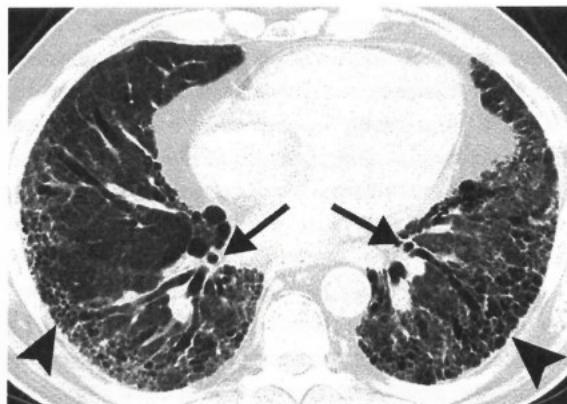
Кисты легких. (компьютерная томография)
